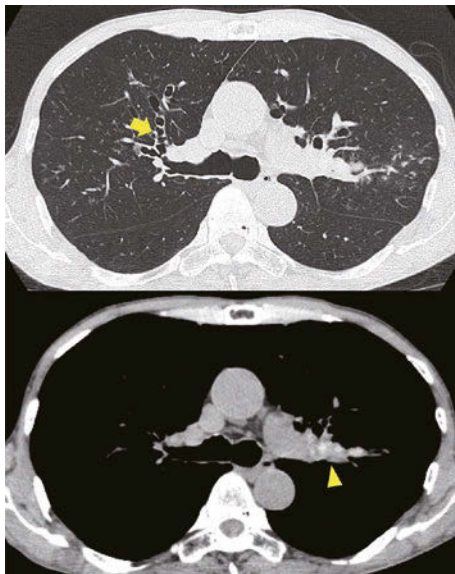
Chest unenhanced CT on admission showed central bronchiectasis (yellow arrow) and high attenuation mucus (yellow arrowhead).
